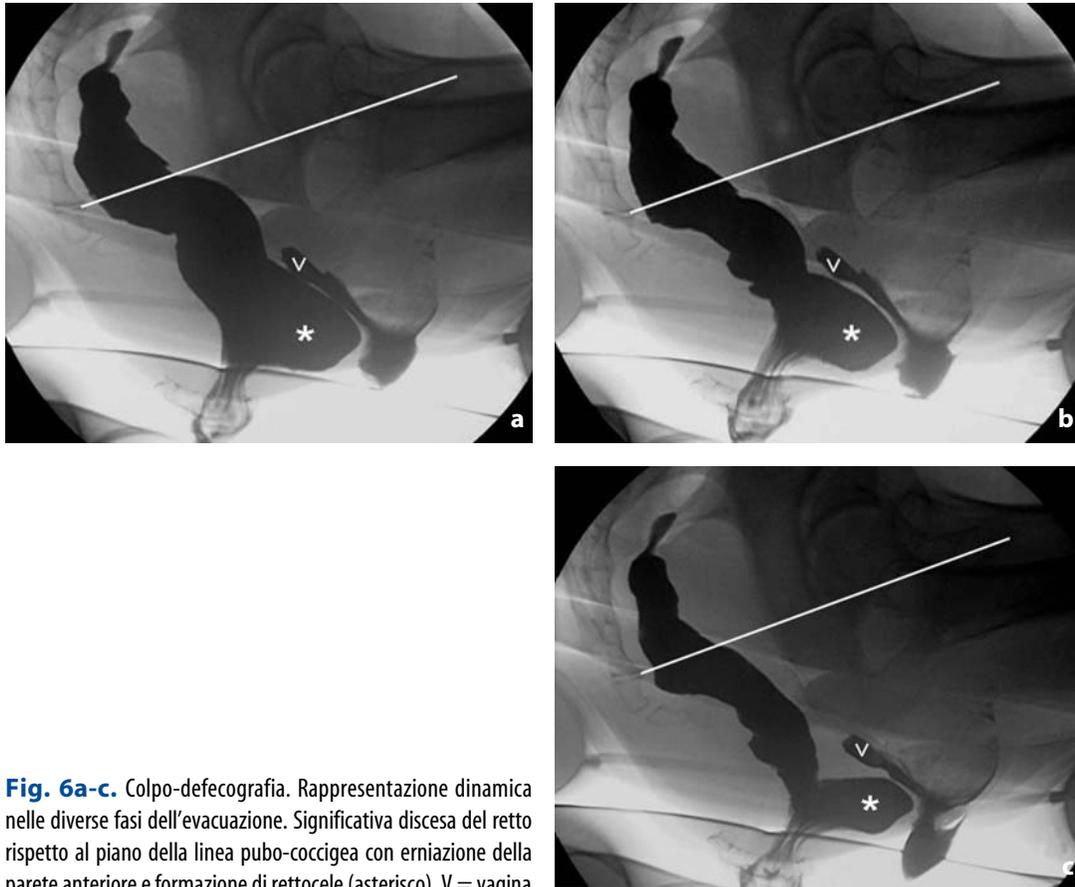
Colpo-defecografia. Rappresentazione dinamica nelle diverse fasi dell'evacuazione. Significativa discesa del retto rispetto al piano della linea pubo-coccigea con erniazione della parete anteriore e formazione di rettocele (asterisco). V = vagina
